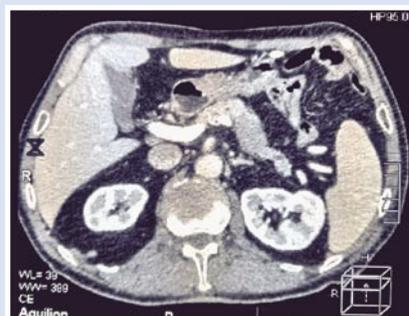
Компьютерная томограмма (образование тела поджелудочной железы)
